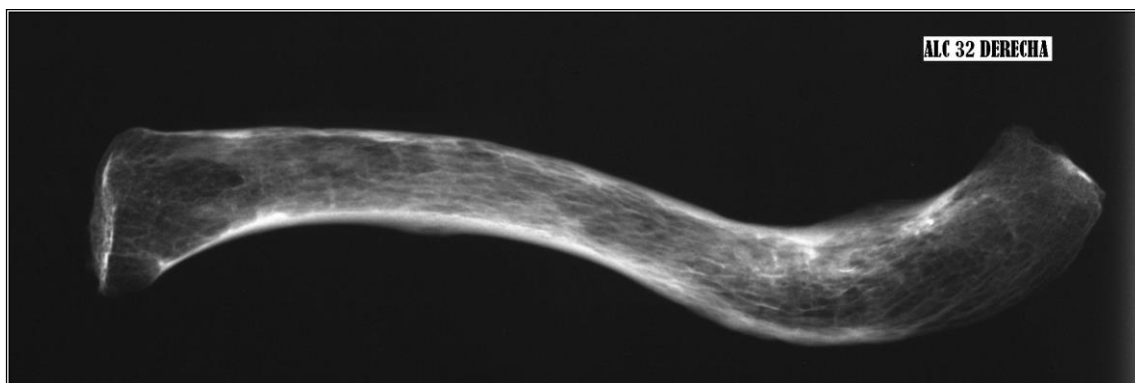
Radiografía de clavícula derecha. Varón de 91 años.
